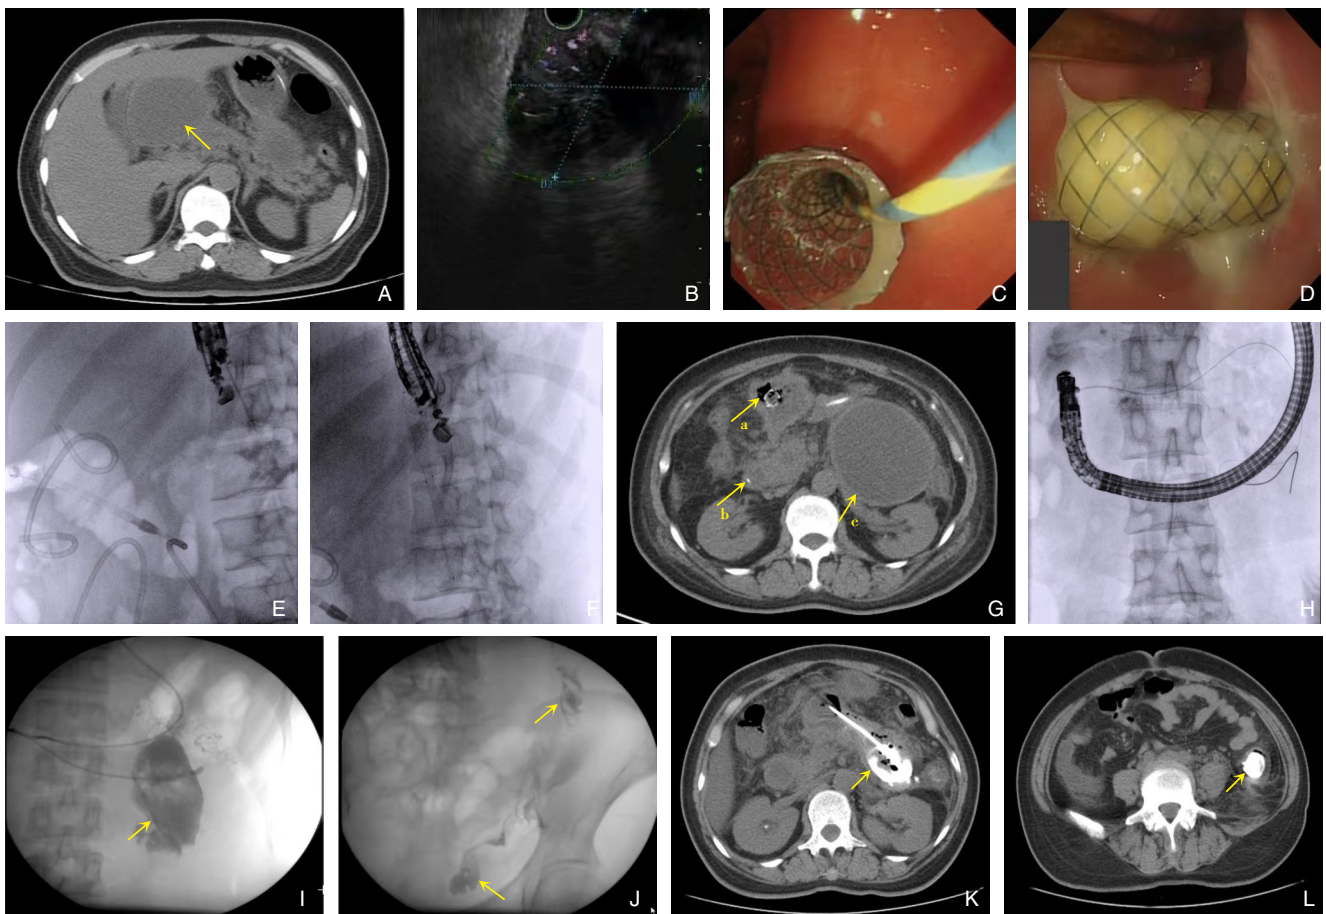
第二次入院资料 A: 多发PPC,部分较前增大(2019年12月14日CT扫描); B-C: 超声内镜下经胃后壁脓肿穿刺引流术(2019年12月19日): 见胰周回声不均低回声区,考虑脓肿形成; 放置10 mm×50 mm LAMS; D-F: 内镜下胰腺脓肿清创、超声内镜经胃穿刺脓肿内引流术(2019年12月27日): 大量脓苔堵塞支架; 胃-脓肿瘘口处置入10 Fr×5 cm双猪尾支架; 脓腔内置入10 mm×80 mm LAMS; G: 再复查CT扫描结果(2020年1月13日; a、b: 胰头部脓肿几乎消失; c: 胰体尾部脓肿明显减小); H: 胰周脓肿经内镜外引流术: 置入经鼻脓肿引流管(2020年1月15日); I-J: 经鼻脓腔引流管造影: 造影剂进入脓腔; 直立位见造影剂进入降结肠及乙状结肠(2020年1月17日); K-L: CT造影剂进入脓腔及降结肠(2020年1月17日)
